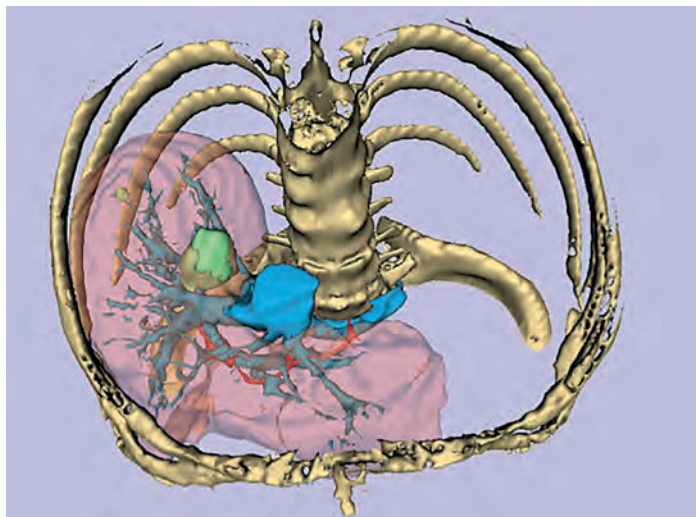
modello virtuale 3D di un fegato ottenuto da immagini CT
